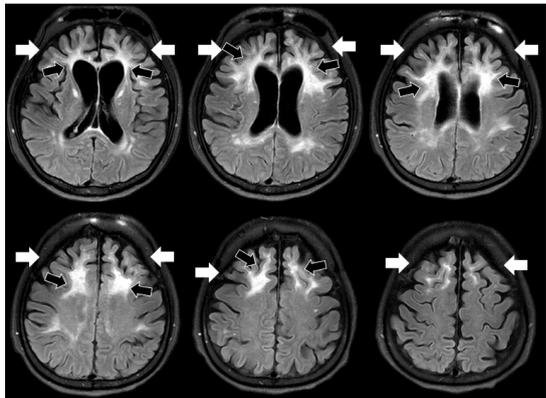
Brain MRI was performed to rule out acute brain lesion. A) There was no diffusion restriction lesion on Diffusion weighted image. B) On T2 FLAIR image, bilateral symmetric severe atrophy (white arrows) and diffuse frontal lobe center high intensity (black arrows) were observed.
